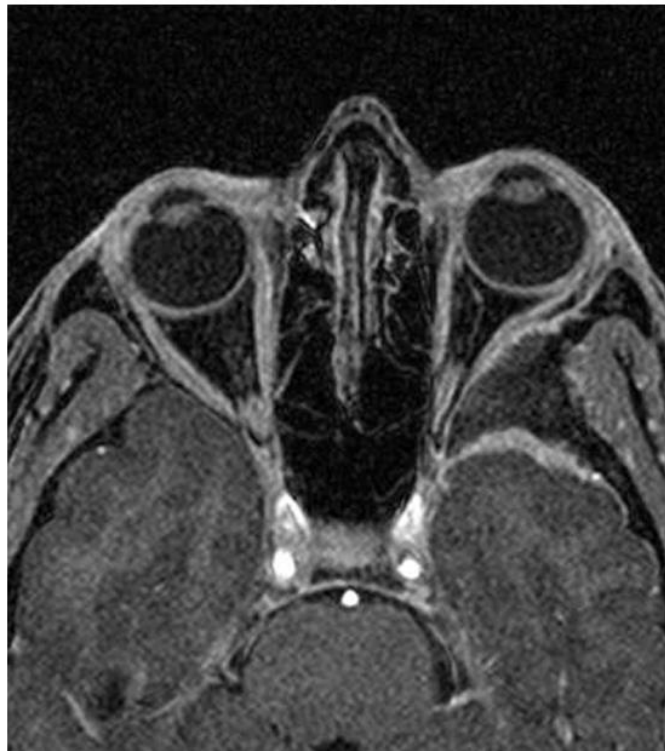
在 CT 中，骨内脑膜瘤主要表现为硬化及左蝶骨翼的扩张（左上图），左眶部占位效应明显，T1 加权相可以观察到左蝶骨翼的低信号硬化灶（右上图）。增强后表现为左中颅窝及左眶的侧方眶外间隙斑块样增强（下图）。
